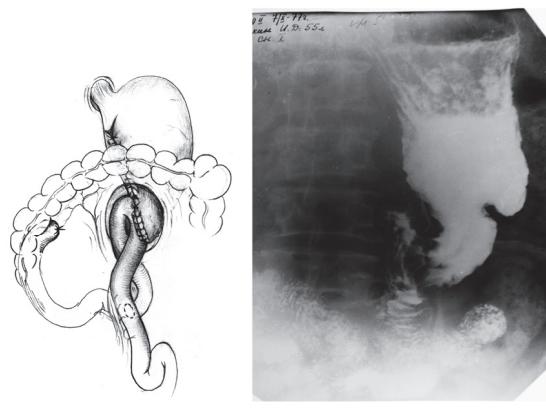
Заключительный этап резекции желудка с позадиободочным анастомозом по принципу Бальфура (а); рентгенограмма культи желудка с пилорическим каналом через год после операции (б)
